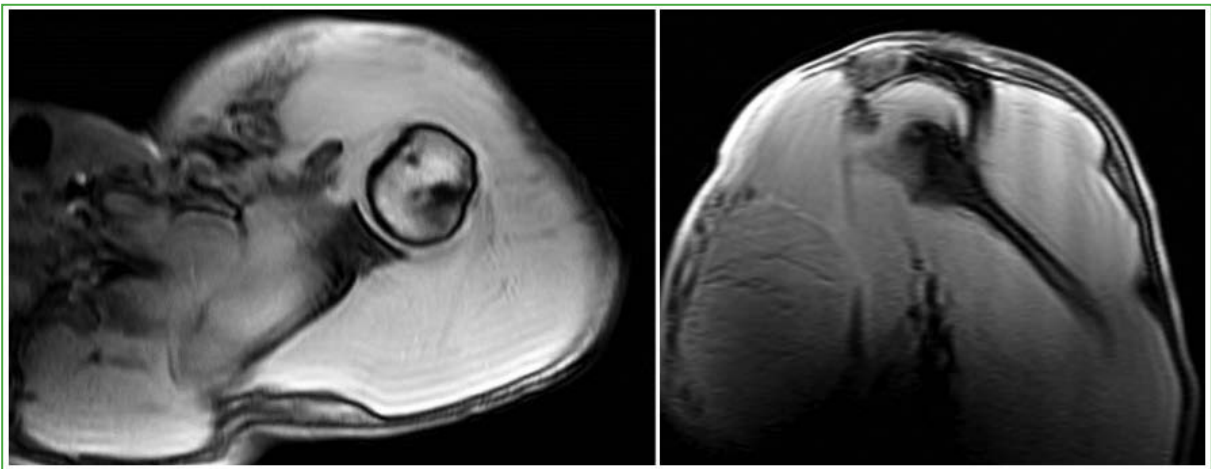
Resonancia magnética de hombro, corte axial. Se observa una extensa colección en el plano profundo, entre el pectoral mayor y menor relacionada con un hematoma de aproximadamente 12 x 33 mm.
